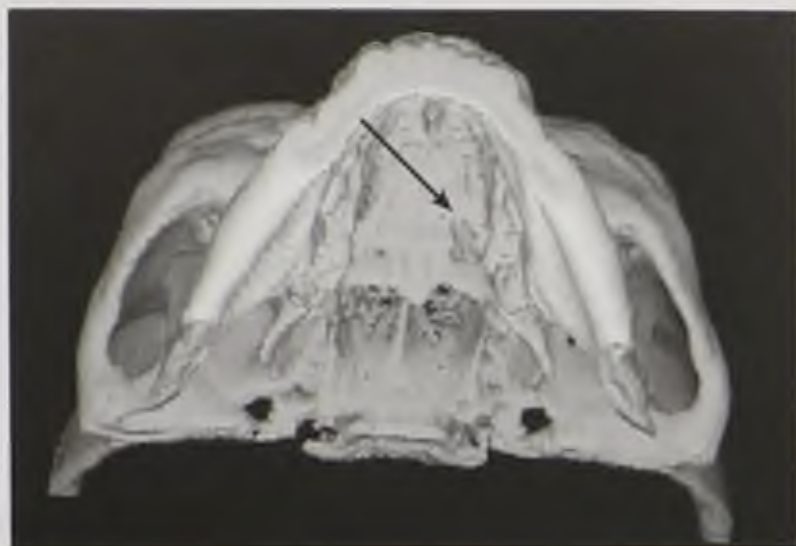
Компьютерная томограмма (3D-реконструкция). Деструкция твердого неба (стрелка)
